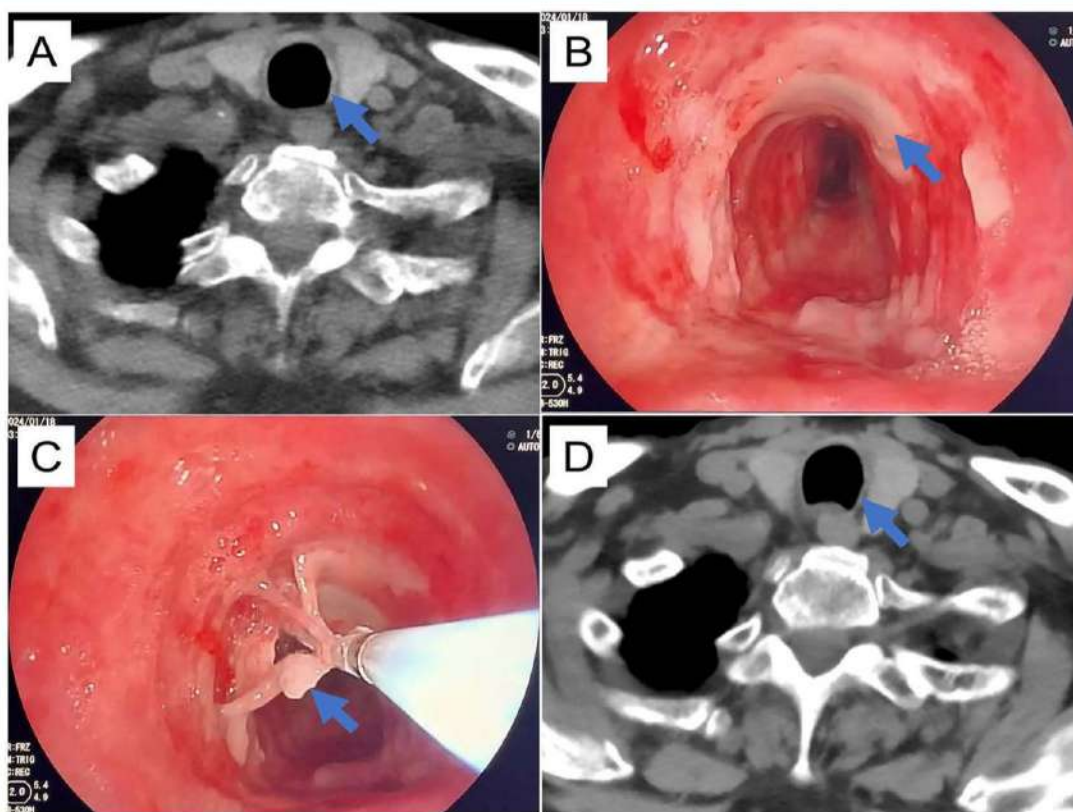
Ảnh chụp CT trong quá trình lâm sàng của bệnh nhân và hình ảnh nội soi phế quản trước liệu pháp áp lạnh.
